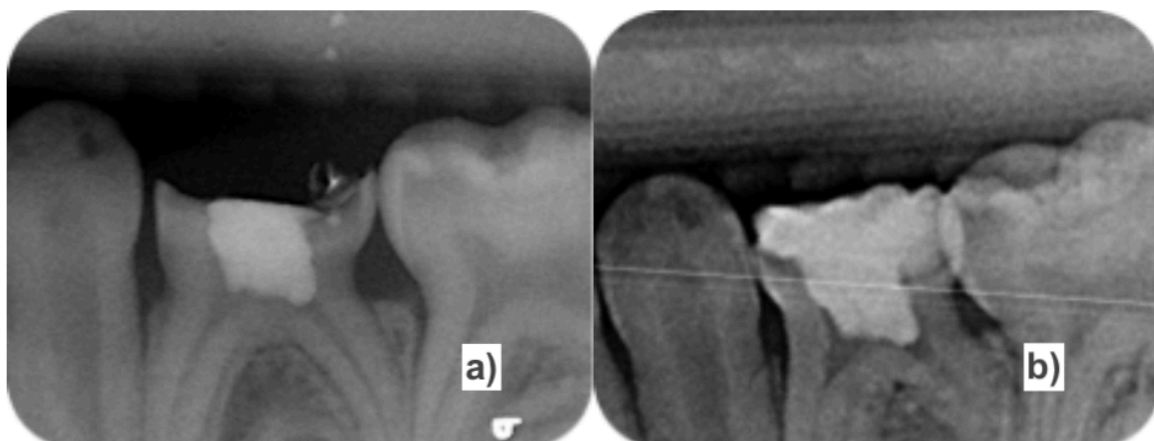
Radiographies post-opératoires de 74; a) Obturation pulpaire avec un IRM; b) Reconstitution coronaire temporaire au CVIMAR.
